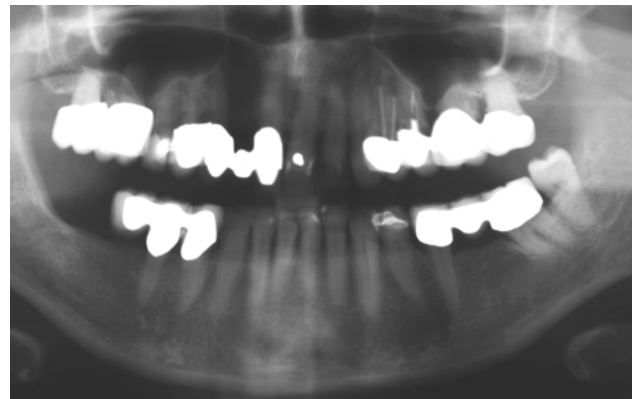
Radiographic findings before treatment: inadequate prosthetic reconstruction in the upper jaw.
